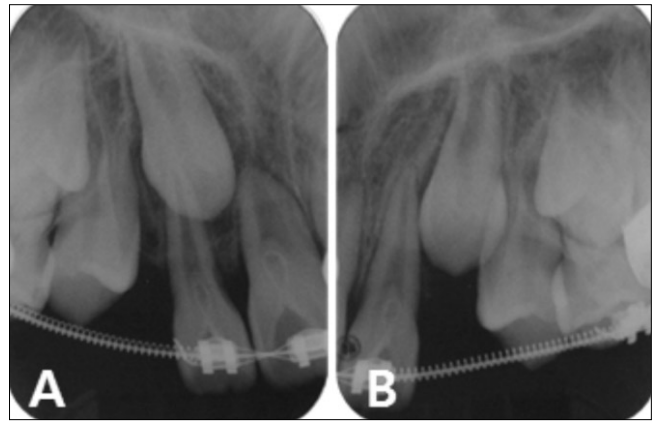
Periapical radiographs at 7 months later upper primary canine extraction.
